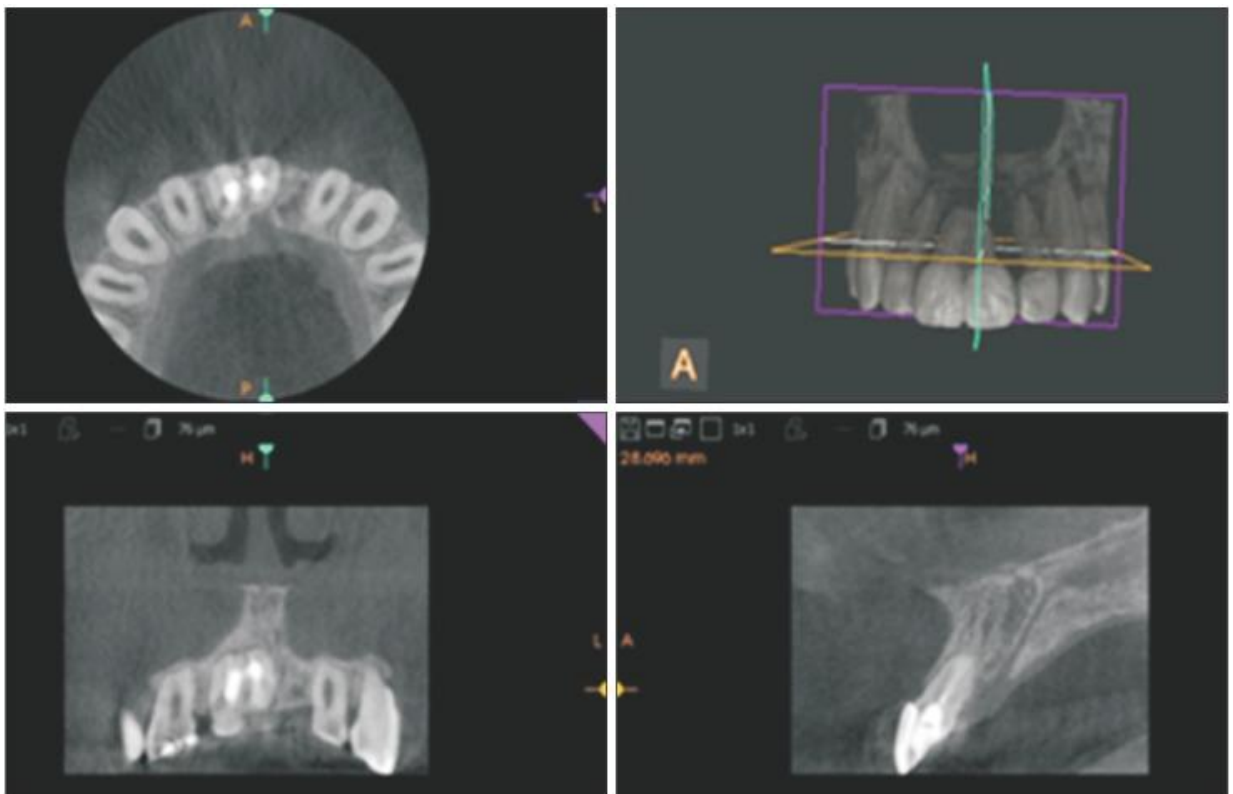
incisives centrales maxillaires fusionnées : CBCT post-traitement [12].
